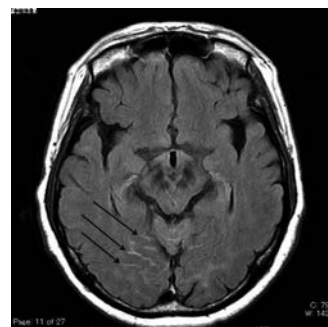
髄膜癌腫症の造影MRI所見。65歳、男性: 急激な両眼視力低下をきたし検眼鏡的に異常はなく、眼窩部造影T1強調画像では両側視神経周囲の輪状造影 (矢印) を認めた (a)。頭蓋内では視交叉前部 (b) の両側視神経 (矢印) 及び頭蓋内髄膜 (c) の造影 (矢印) を認めた。肺癌の髄膜転移であった。
